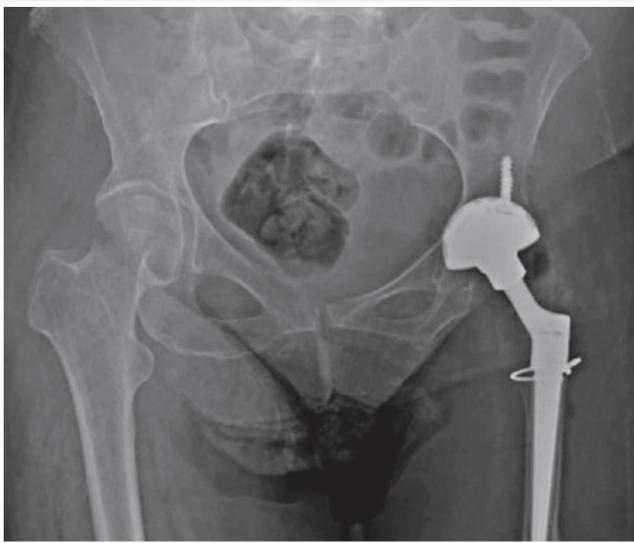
Radiografia anteroposterior da bacia no pós-operatório imediato.
